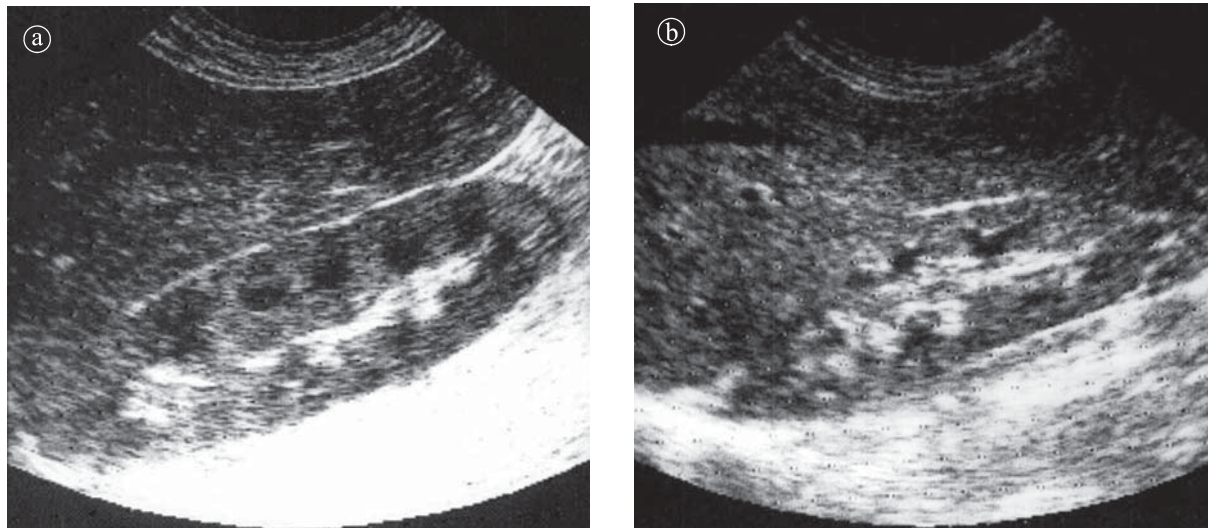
Piramide renale a) Piramide simple. b) Piramide compuse. Ecografie secțiune longitudinală
